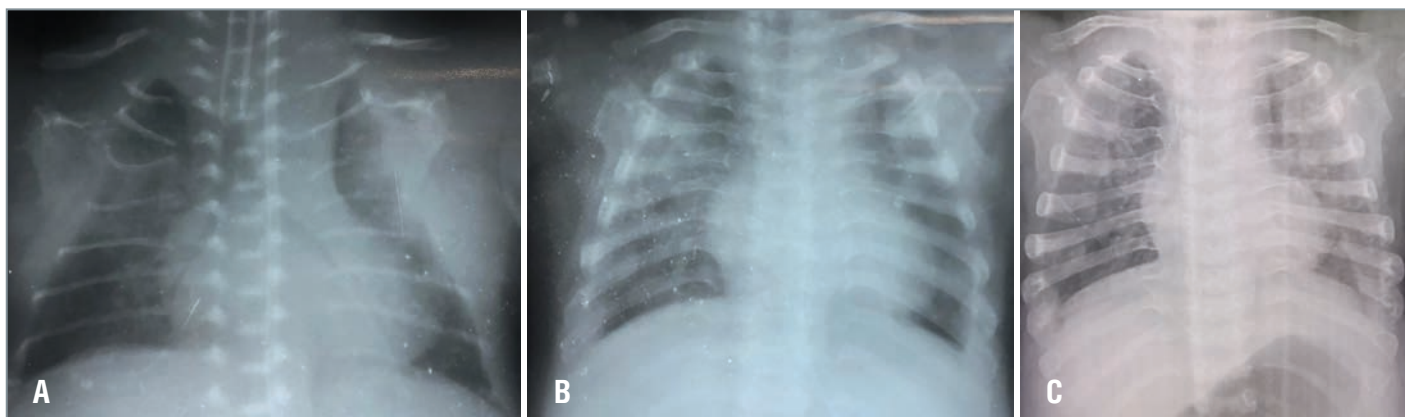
Рентгенография органов грудной клетки: А – 14-й день жизни, В – 6 мес., С – 12 мес.
